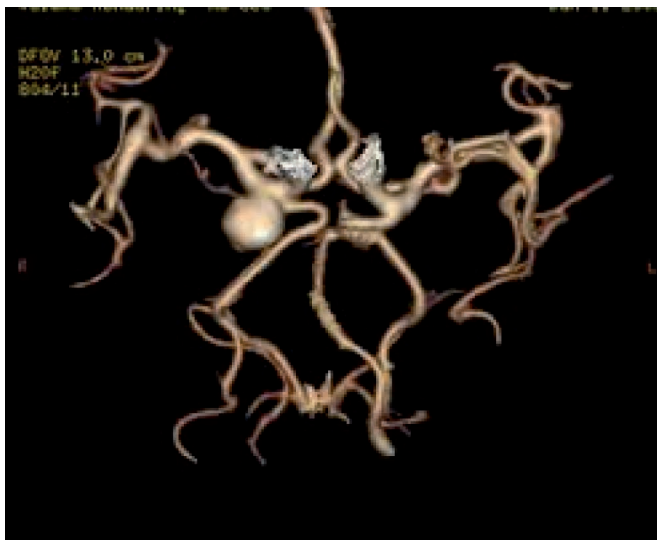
Angio - CT with a 3D reconstruction.
